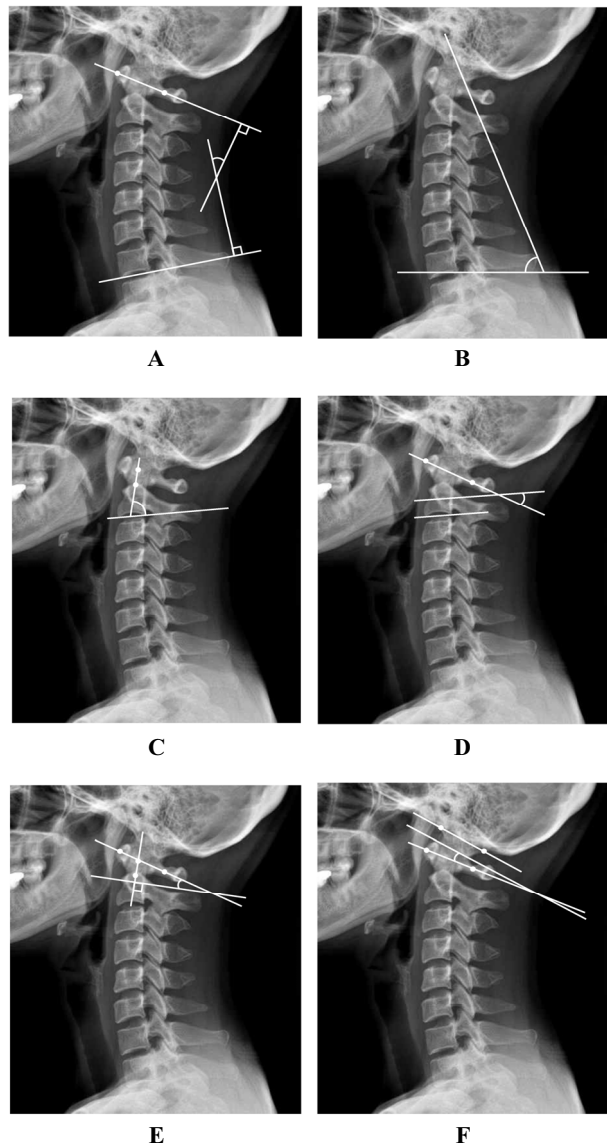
X-ray sagittal parameters. A: cervical lordosis angle, B: craniovertebral angle, C: odontoid process cline angle, D: axis body-atlas cline angle, E: odontoid process-atlas cline angle, F: occiput-atlas cline angle.
